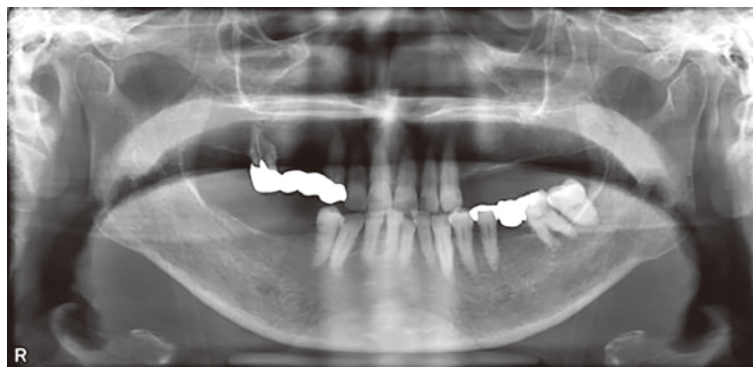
パノラマX線検査(2021年7月, 初診時)
